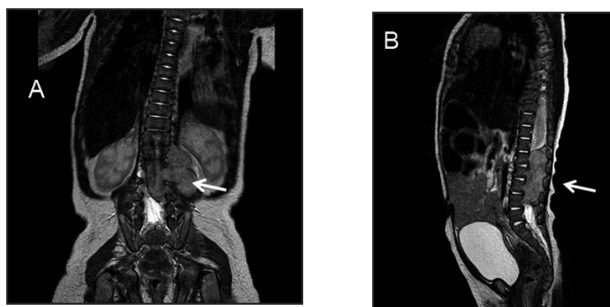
RMN en coupe coronale (A) et sagittale (B) en pondération T2 après injection de gadolinium. Cette formation tissulaire (flèche) infiltre le canal rachidien lombaire en passant par les foramens gauches de L1 à L4. La composante intra-canaulaire mesure 3,6 cm d'axe céphalo-caudal. Le cône terminal n'est plus défini et les espaces liquidiens ne sont plus démontrés. Le volume tumoral dans sa composante extra-canaulaire est de 16,55 cm³ et dans sa composante intra-canaulaire de 6,06 cm³.
